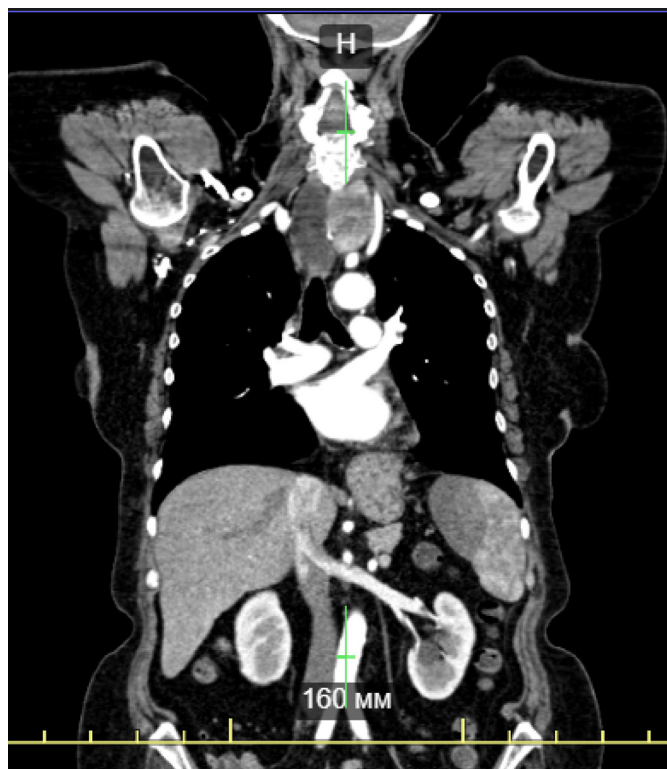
КТ от 23.09.22 г.: Лизирующаяся гематома селезенки
